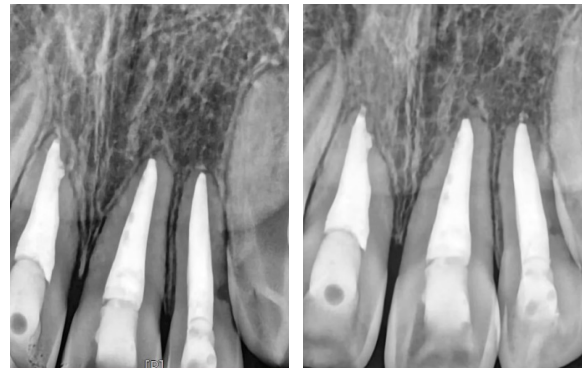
근관충전 직후 (좌), 충전 6개월후 (우) 치근단 방사선 사진
